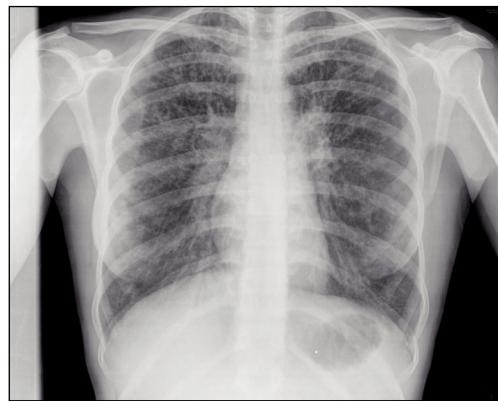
Radiografía con hiperinsuflación y afectación alvéolo-intersticial.
